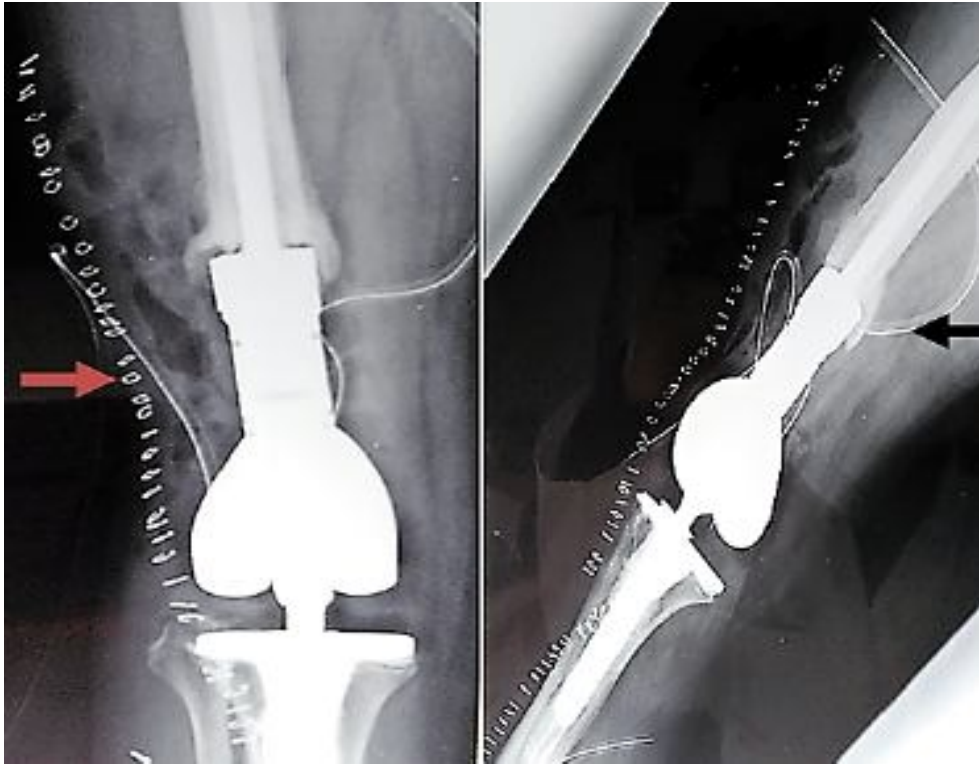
Radiographie de contrôle du genou droit vue de face et de profil après la mise en place de la mégaprothèse pour chondrosarcome
